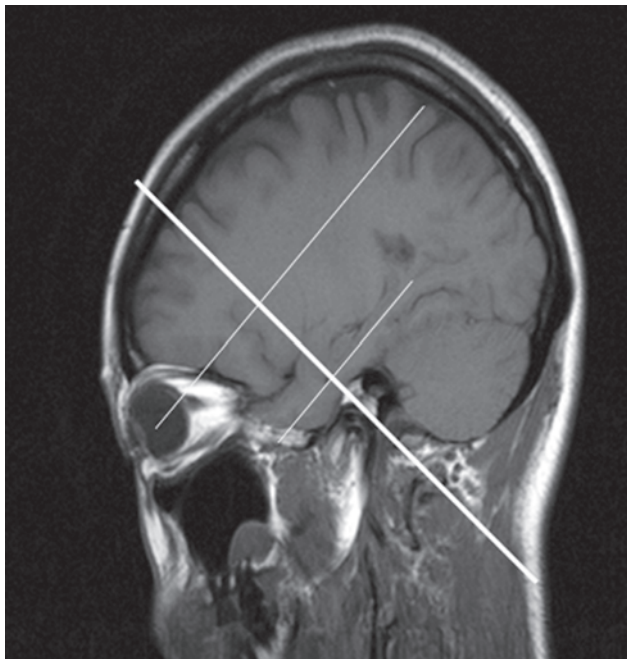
Sagittal T1 MRI at the level of hippocampus, showing the optimal orientation for obtaining coronal images for evaluating mesial temporal structures.
